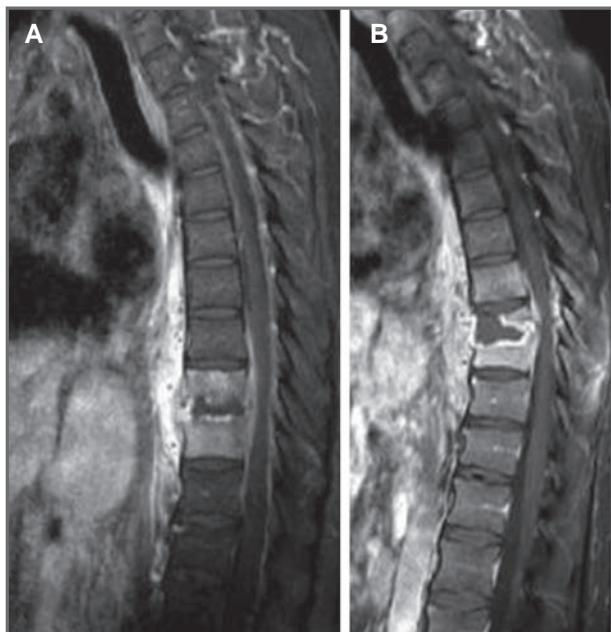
RM realizadas en el momento del ingreso (A) y a los 12 días (B) en las que se aprecia el empeoramiento de la osteomielitis en T9 con aumento de la cifosis regional.
